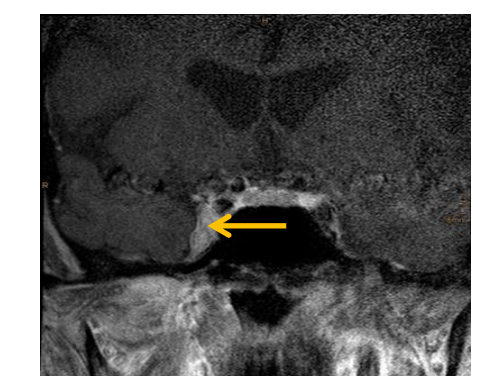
Präoperatives MRT. Darstellung des Tumorverlaufs
